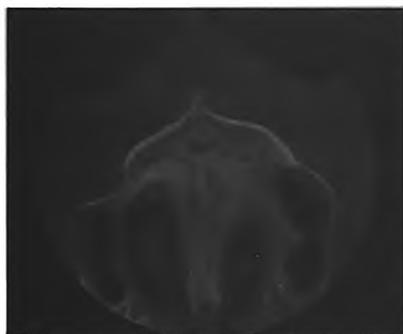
Анатомические особенности верхней челюсти пациента М. на КТ
